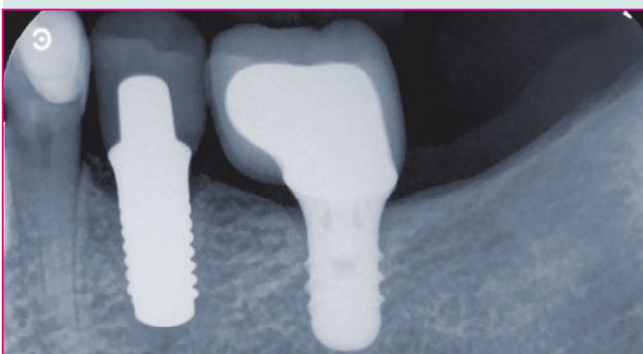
Überprüfung mit periapikaler Röntgenaufnahme.
